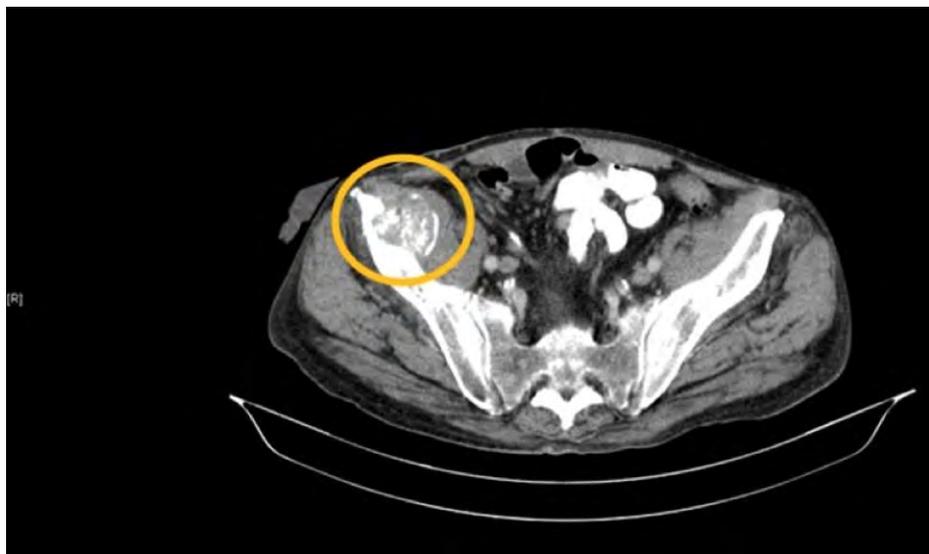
TAC. Dentro del círculo se localiza la lesión lítica en h iliaco
